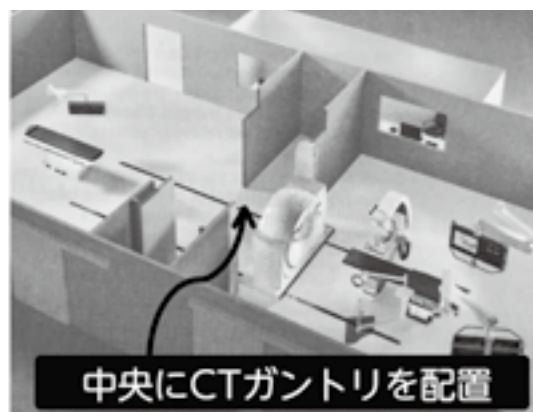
1台のCTと2台のIVRマシンを連携させたシステム
